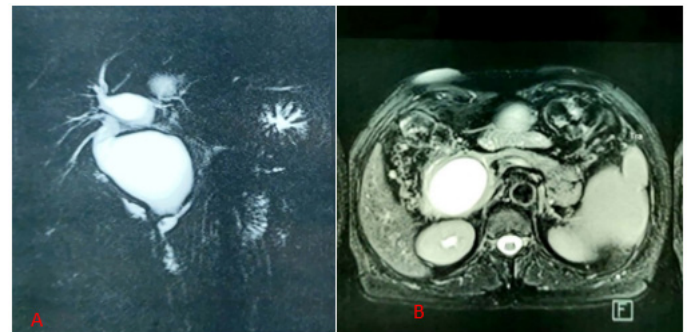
Image de la dilatation kystique du cholédoque type I selon la classification de Todani sur une coupe sagittale(A) et transversale(B) d'une IRM abdominale.
